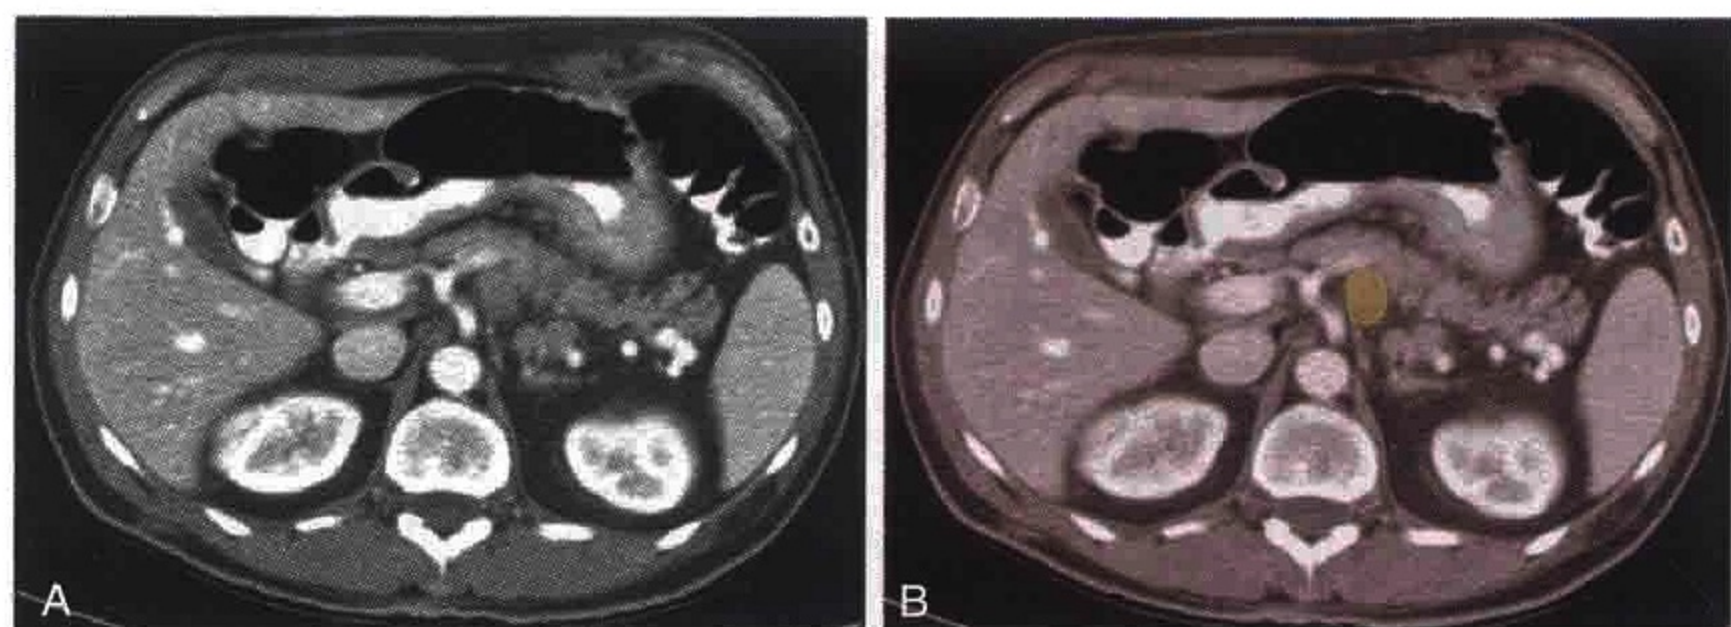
横轴位 CT 扫描显示原发性结肠癌患者腹腔干淋巴结肿大 (黄色)
